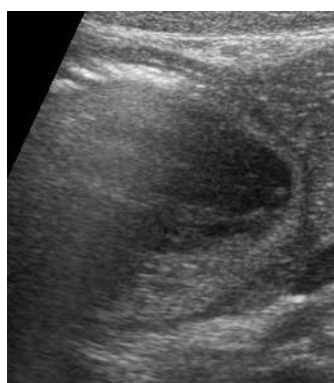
УЗИ: кистозное образование в панкреатодуоденальной зоне с двухконтурной стенкой
